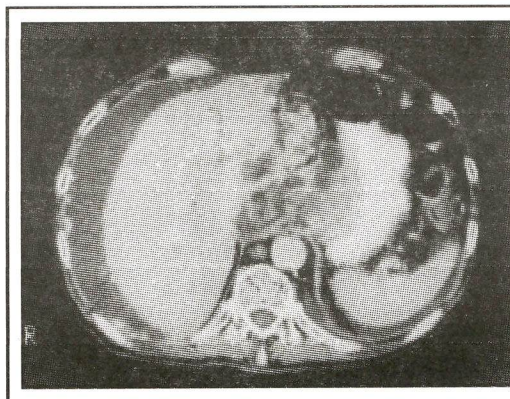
Tomografia computadorizada de tórax mostrando tumor em terço distal do esôfago.
